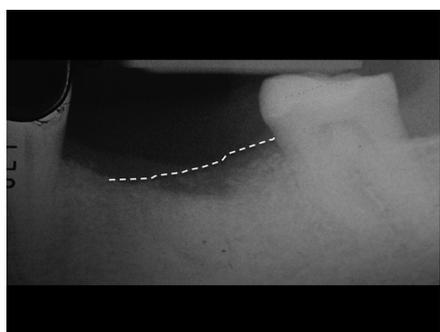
Radiografía intraoral a 8 meses, el perfil de cresta es bueno.
